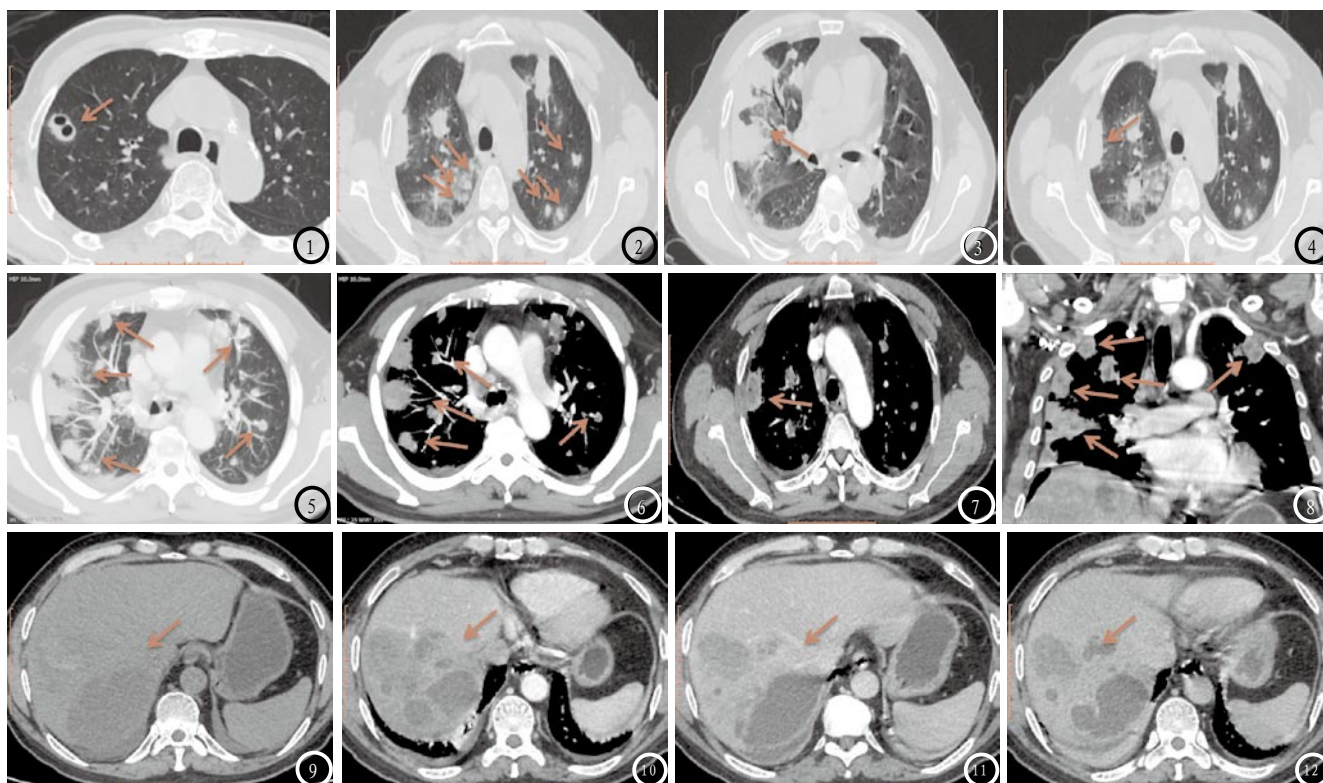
近胸膜处结节或伴空洞结节灶。图1-2 CT轴位肺窗显示双肺近胸膜处结节,部分结节内呈空洞改变(箭头),结节边缘较规则;图3-4 斑片状浸润及近胸膜处楔形浸润。图3-4 CT轴位肺窗显示双肺多发斑片状模糊影或邻近胸膜处呈楔形浸润改变(箭头);图5-6 滋养血管征。图5-6 CT轴位薄层重建MIP图像显示双肺多发结节灶内部或边缘见血管穿行、但无增粗,称“滋养血管征”(箭头);图7-8 反晕征。图7、8:CT轴位纵隔窗增强显示病灶增强后呈内部低密度、边缘环状规则强化改变,称“反晕征”(箭头);图9-12 糖尿病患者肺炎克雷伯杆菌肝脓肿典型表现。图9-12:CT轴位肝窗平扫及增强显示肝脏内多发片状密度减低灶,增强后强化不均匀,呈分隔状强化,静脉期及延迟期病变缩小(箭头)。
